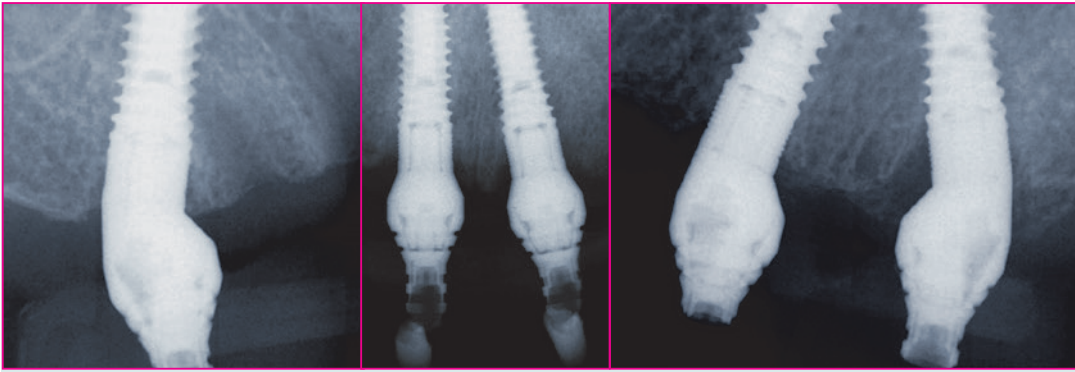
Röntgenkontrolle.
